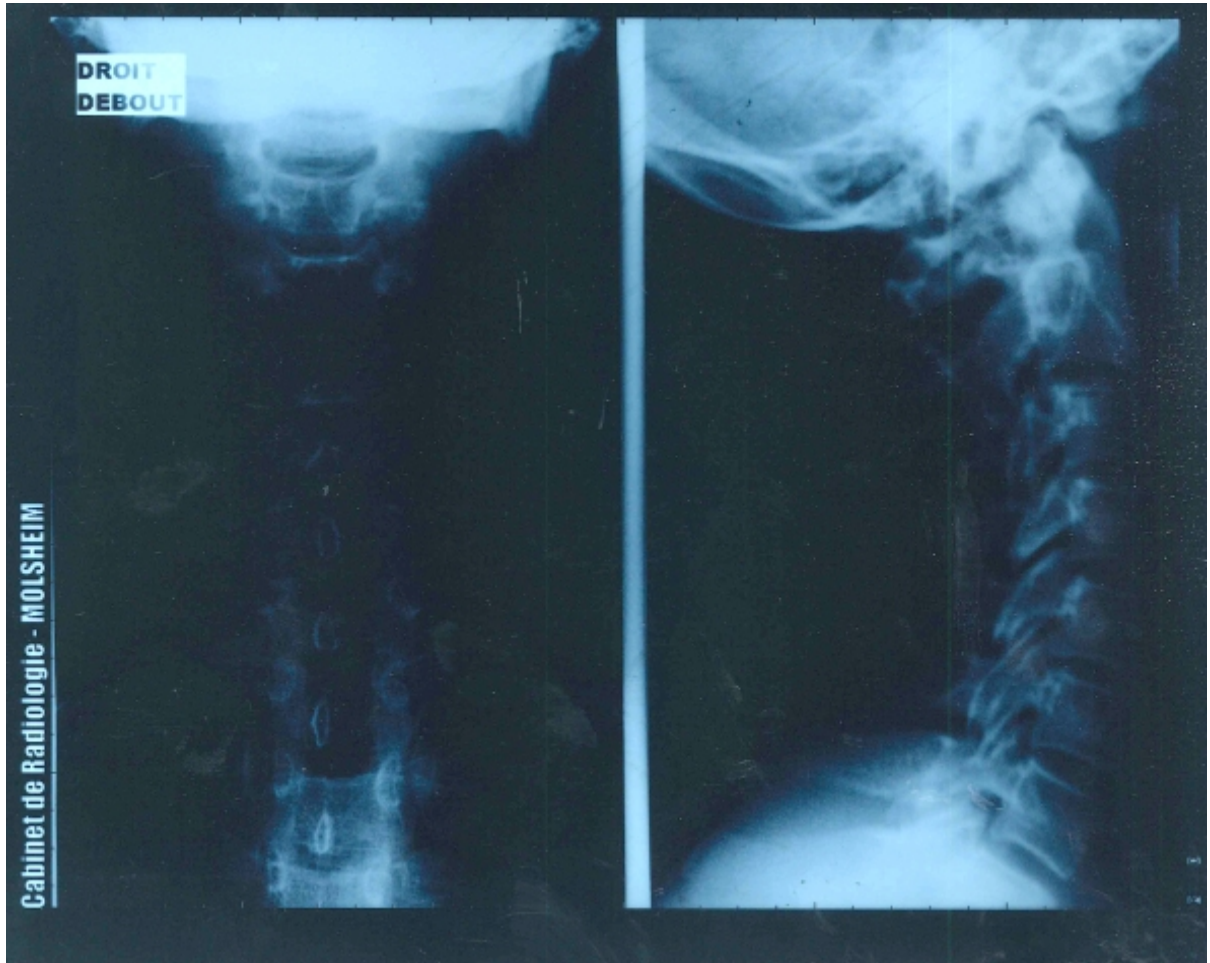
radiographie vue de face et de $\frac{3}{4}$ face du 13/04/10.
